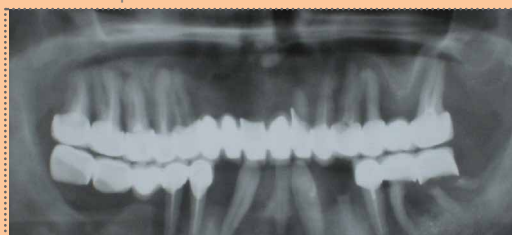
Ортопантомограмма 6-го Ю., пародонтит 4-й степени
